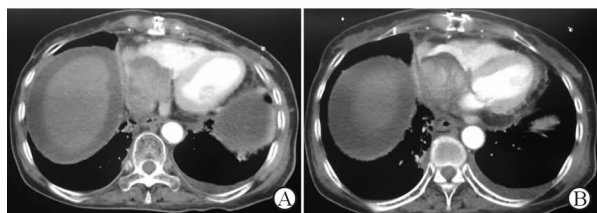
原发性心脏未分化肉瘤典型病例的 CT 影像表现
